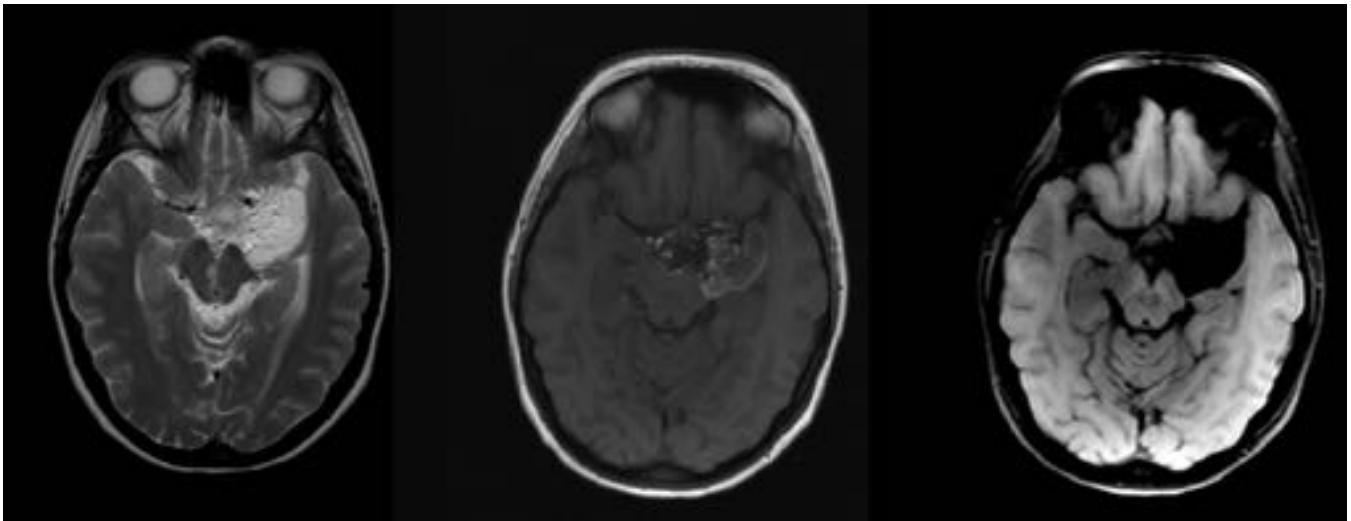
Cortes axiales de RM en secuencias T2, T1 y SPIR, donde se observa una lesión hiperintensa en T2 y heterogénea en T1, con zonas hiperintensas compatibles con grasa. Suprime en secuencia SPIR. Existen gotas grasas en el espacio subaracnoideo. Se corresponde con quiste dermoide roto.
